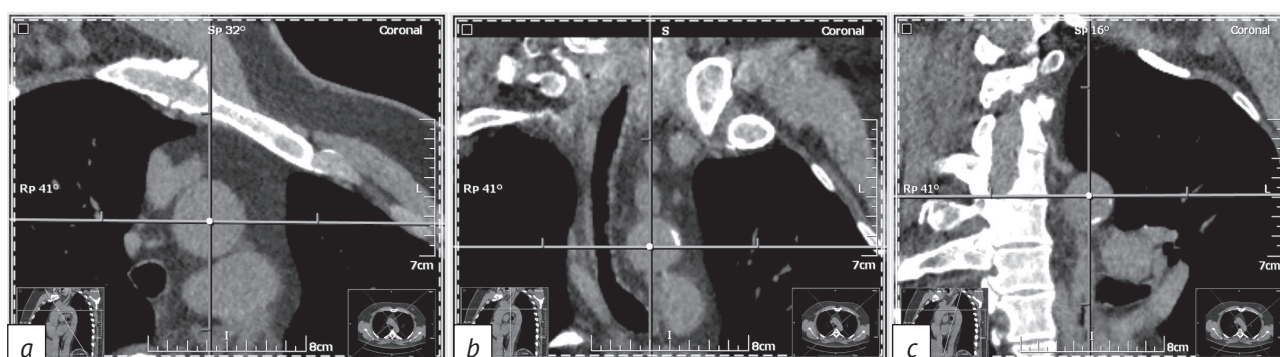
Пациент 53 лет (1-я возрастная группа). Изменения дуги аорты (фрагменты компьютерной томограммы – реконструированные изображения поперечного сечения дуги аорты):
